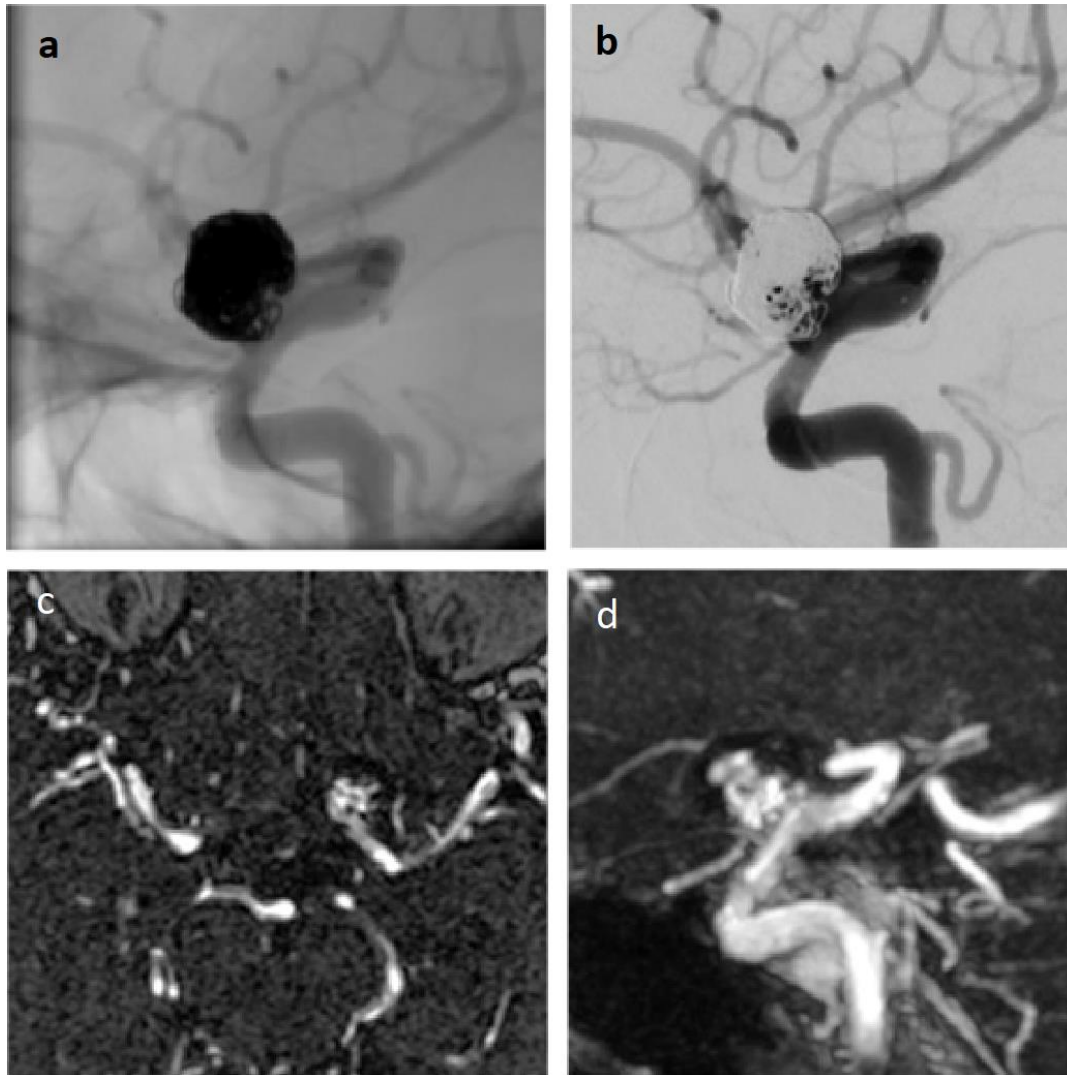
Aneurysmarezidiv eines supraophthalmischen ACI-Aneurysmas nach Stent-gestütztem Coiling. Bild a: DSA (unsubtrahiert), Bild b: DSA (subtrahiert), Bild c: ceMRA1 (axiale Basisbilder), Bild d: ceMRA2 (parasagittale Maximum-Intensitätsprojektion); der Stent schränkt die Beurteilbarkeit des Aneurysmas nicht ein. Legende: DSA: digitale Subtraktionsangiographie, ceMRA: kontrastmittelgestützte Magnetresonanztomographie
